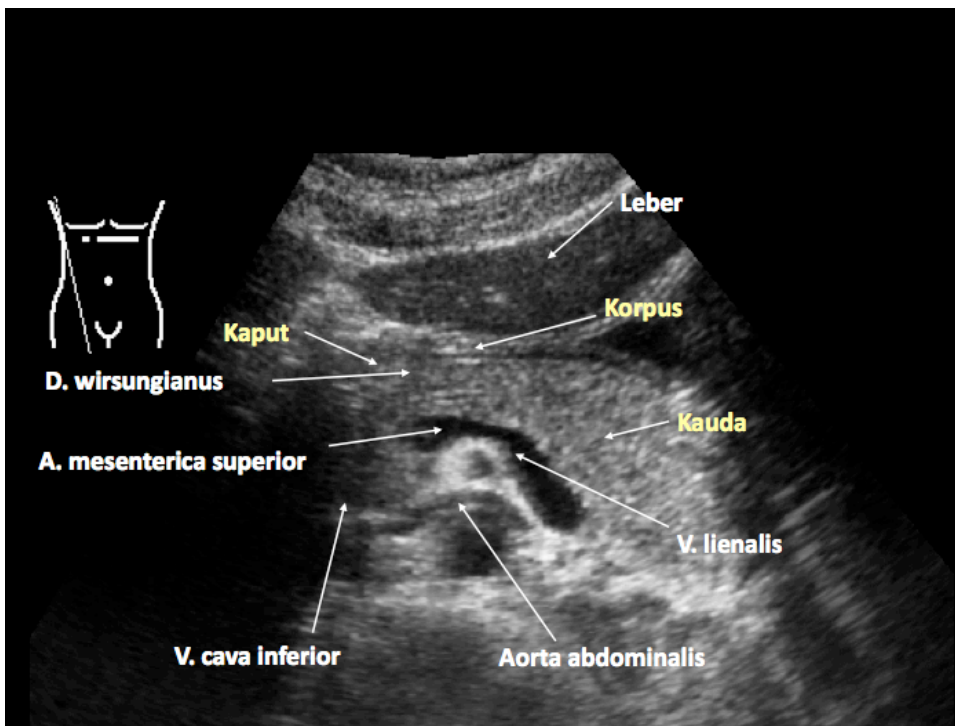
Übersicht eines Oberbauchquerschnittes. Sonographisches B-Bild:
